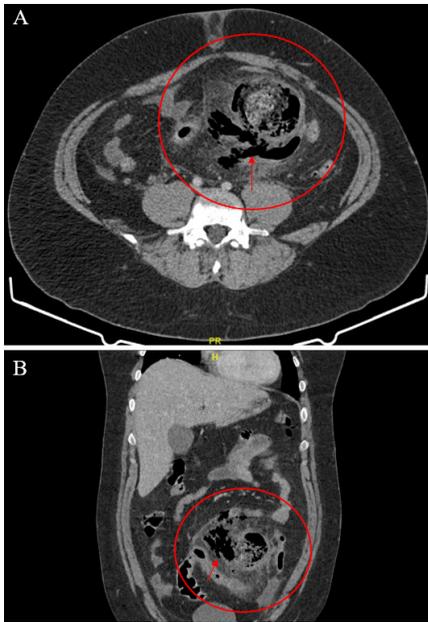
Tomografía computada. Aumento de los signos de diverticulitis en relación divertículo gigante del colon sigmoidees (círculo), con aparición de neumoperitoneo y neumoretroperitoneo (flechas) en cortes transversal (A) y coronal (B).
